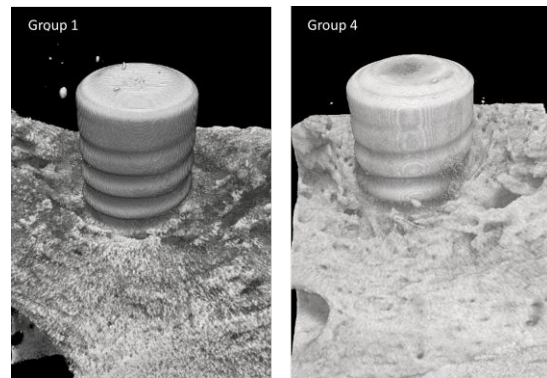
マイクロ CT による治療後のインプラント周囲骨の状態の評価
